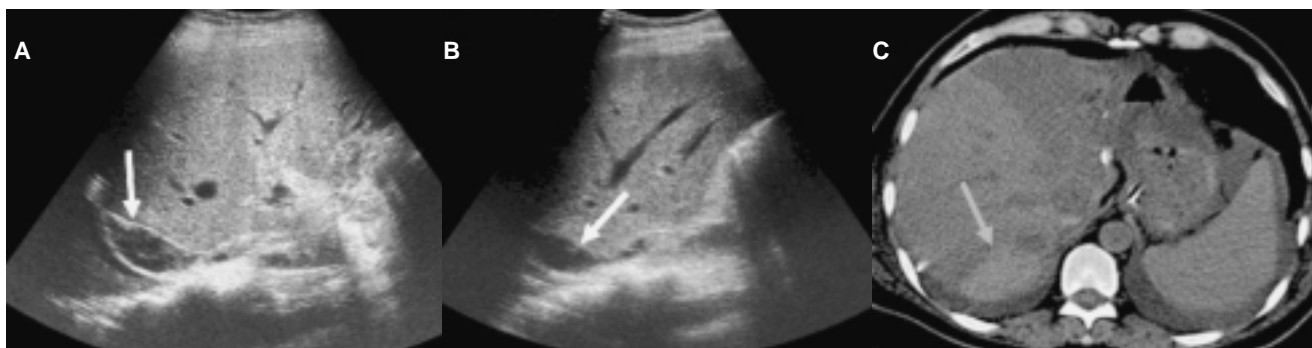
Hematoma en segmento VI, A,B) Colección anecoica, heterogénea con múltiples ecos en su interior. D) Tomografía simple, corte axial, con zona hiperdensa en relación con sangrado.
